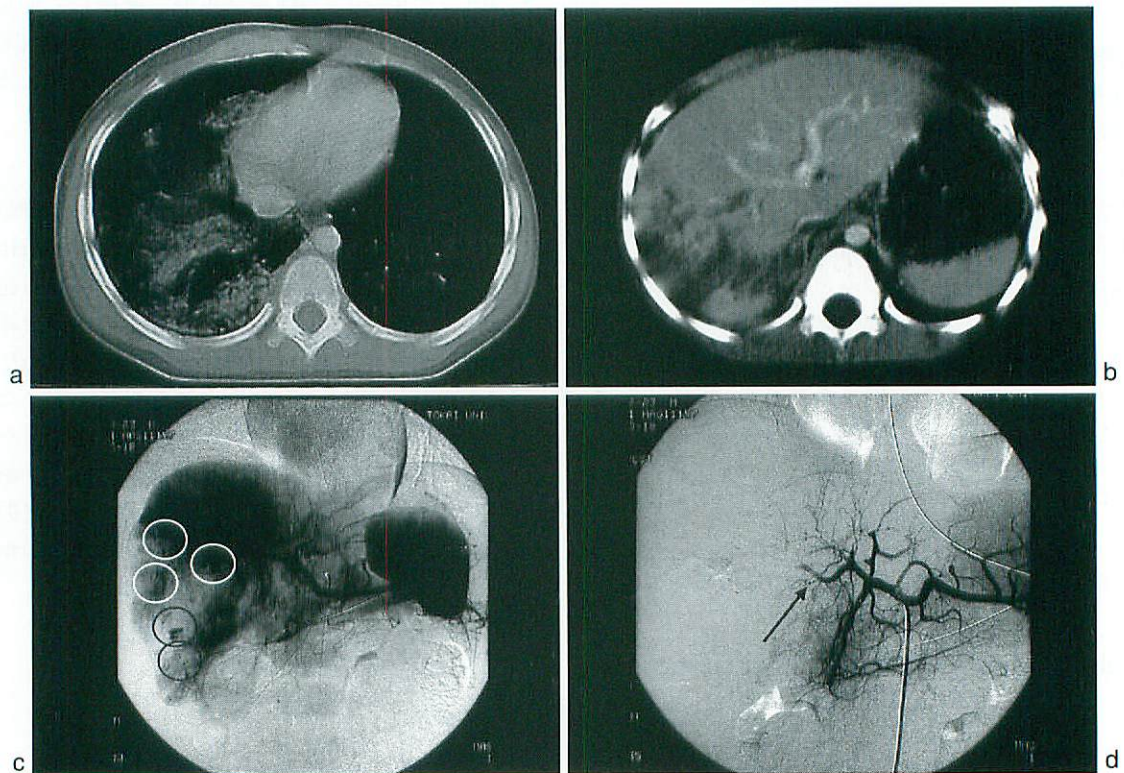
a : Thoracic CT shows right hemopneumothorax (Case 2).
